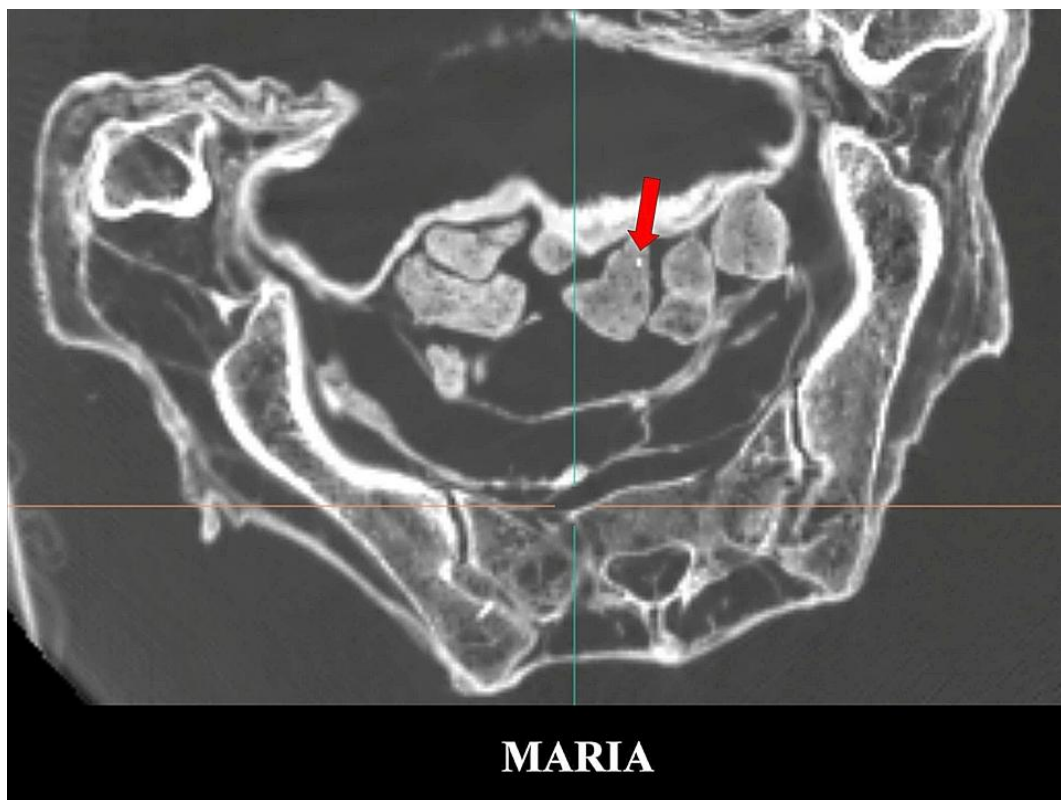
Cortes axiales de TC 2D que muestran múltiples coprolitos en abdomen y pelvis, uno de ellos conteniendo una semilla (flecha roja) sugestivo de una dieta vegetariana.
